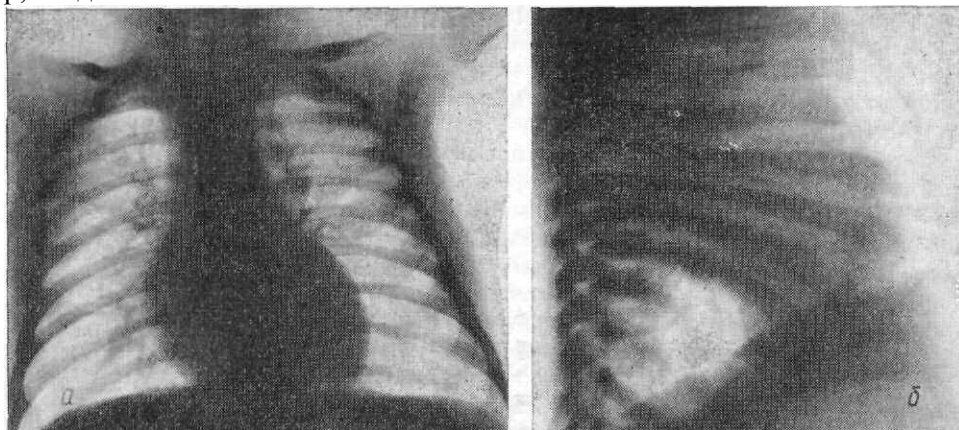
Рентгенограммы органов полости грудной клетки новорожденного в прямой задней (а) и в правой боковой (б) проекциях.
